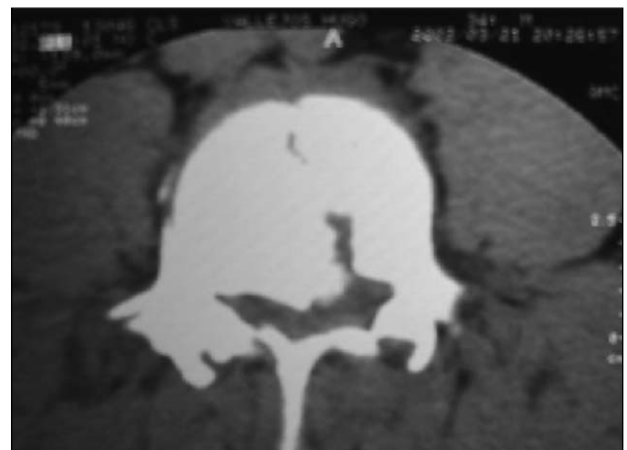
Tomografía computarizada. Fractura vertical de la lámina.
